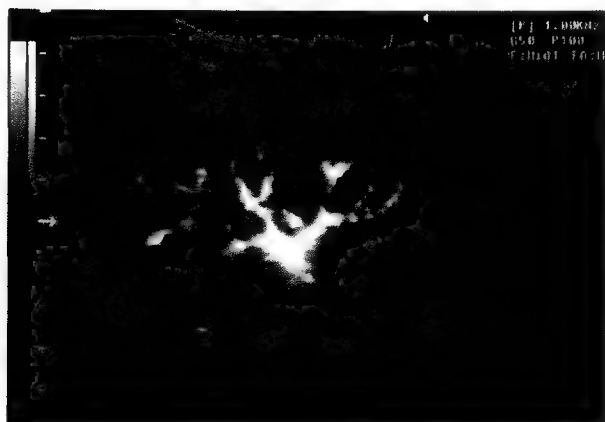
Ultrasonografie power Doppler a vaselor intrarenale.
